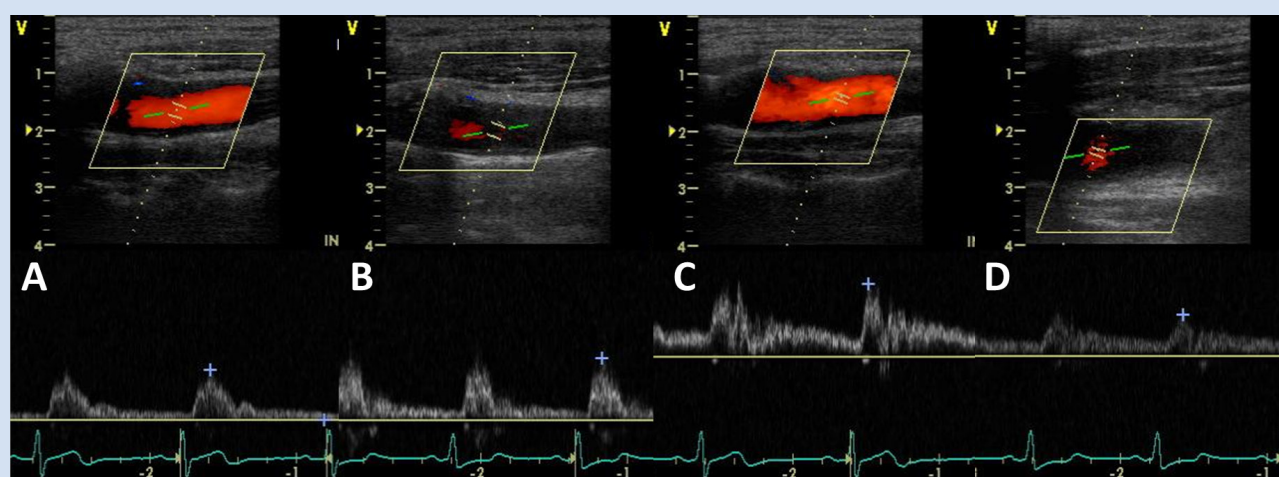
УЗИ общих сонных артерий (ОСА) у пациента П. до (А, С) и после (В, D) КЭЭ. После операции наблюдается снижение Vps с обеих сторон, больше слева: А – правая ОСА до операции, Vps = 50 см/с; В – правая ОСА после операции, Vps = 45 см/с; С – левая ОСА до операции, Vps = 75 см/с; D – левая ОСА после операции, Vps = 50 см/с
